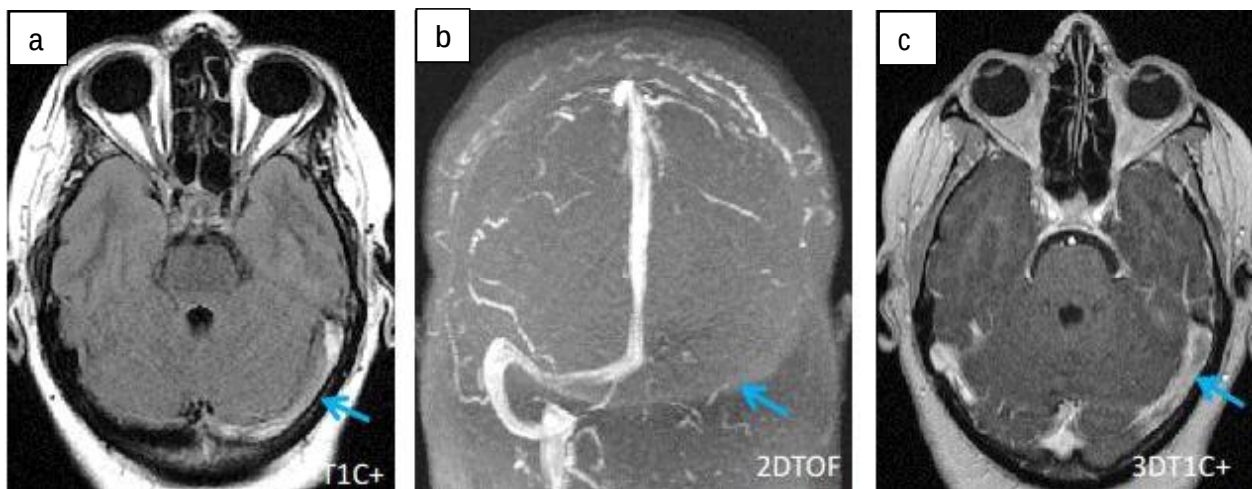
Patiente de 30 ans admise aux urgences pour des céphalées intenses depuis 10j. Une IRM cérébrale en coupe axiale en séquence T1 injectée (a+c) et en séquence 2DTOF (b) a objectivé une thrombose du SL gauche →. La contraception orale a été retenue comme facteur étiologique.
